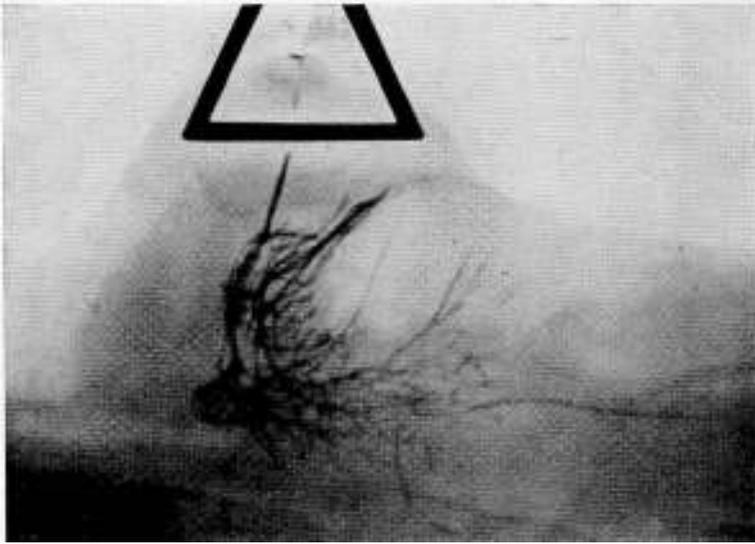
Radiografía de un canal galactóforo y sus ramas, en una mama normal de una mujer de 55 años, que no ha tenido hijos.
